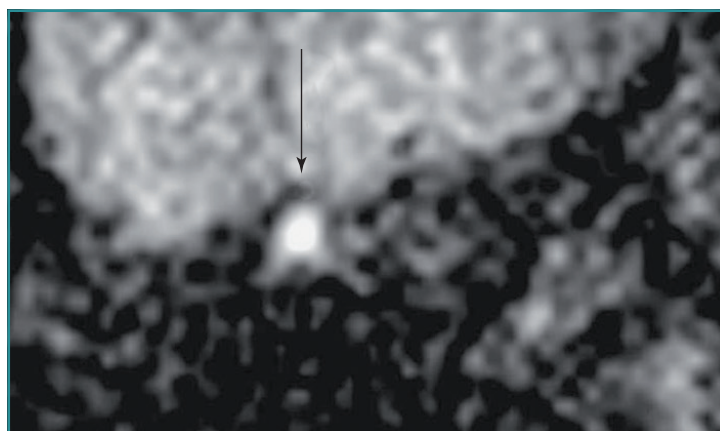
Residuo de colesteatoma. RMN de difusión.
